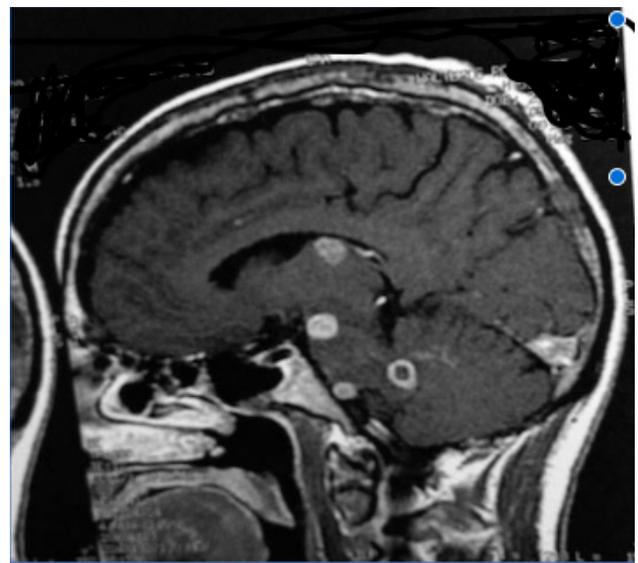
RM cerebral T2 proyección sagital, se observan múltiples lesiones hiperintensas algunas con realce anular
